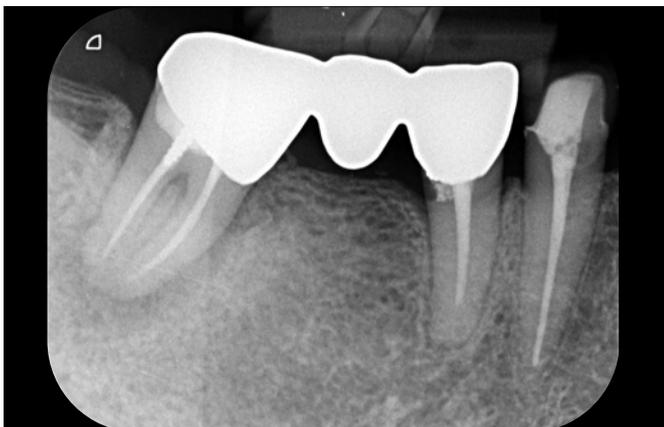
術前のデンタルX線所見。7の周囲骨は吸収しており保存不可と診断した。5、4ともに失活歯で予後に不安があったため、年齢的にも生涯歯科治療費の観点から⑥⑤④のインプラントブリッジとし、将来的に下顎右側臼歯部は再治療を介在させなくても良い口腔環境づくりを行うことを患者にカウンセリングを行い同意を得た。
